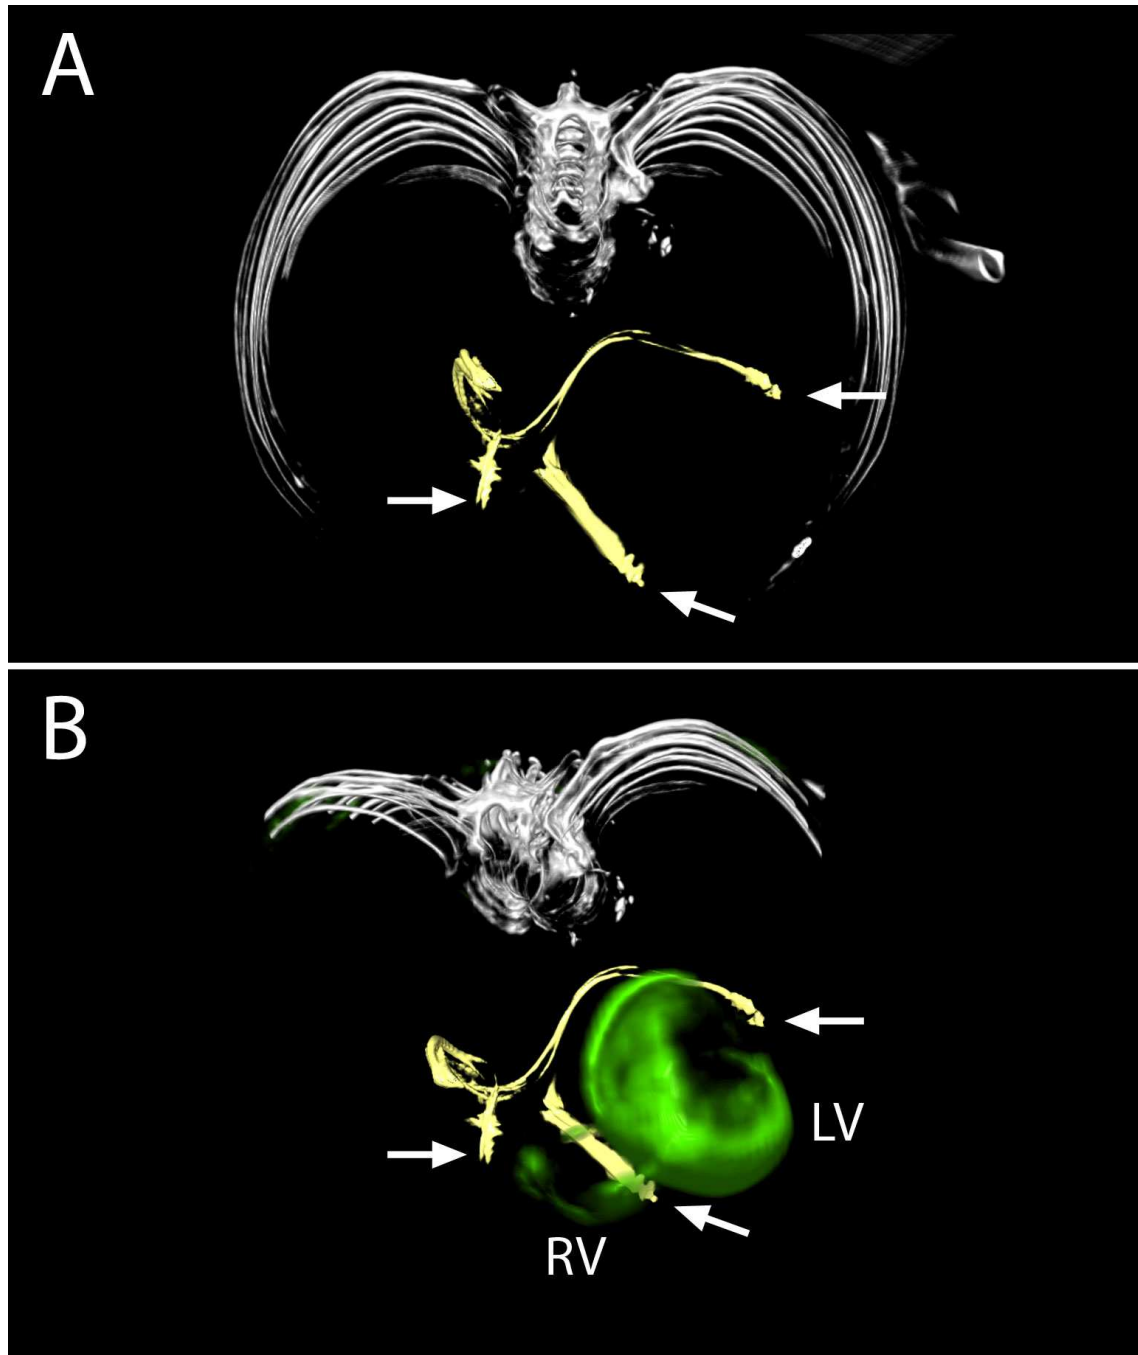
PET/CT-Fusionsdaten eines Responders (Patient Nr. 5)
